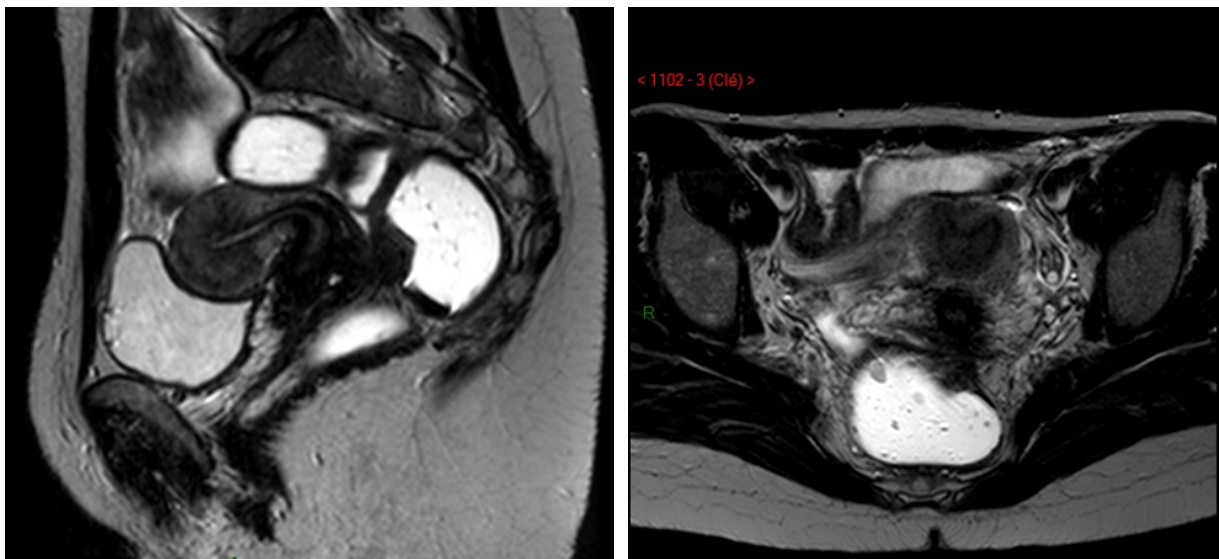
Lésion d'endométriose pelvienne profonde recto-sigmoïdienne en coupes sagittale (a) et axiale (b) T2 après opacification rectale et vaginale par gel échographique : endométriose centrée sur le torus utérin, étendue à la paroi rectale antérieure, avec un épaissement en hypo-signal T2 de la paroi digestive. En coupe axiale, le nodule prend une forme triangulaire à base digestive et sommet orienté vers le torus. Il existe un bombement intra-luminal du nodule digestif en faveur d'une atteinte de la musculose et au delà.
